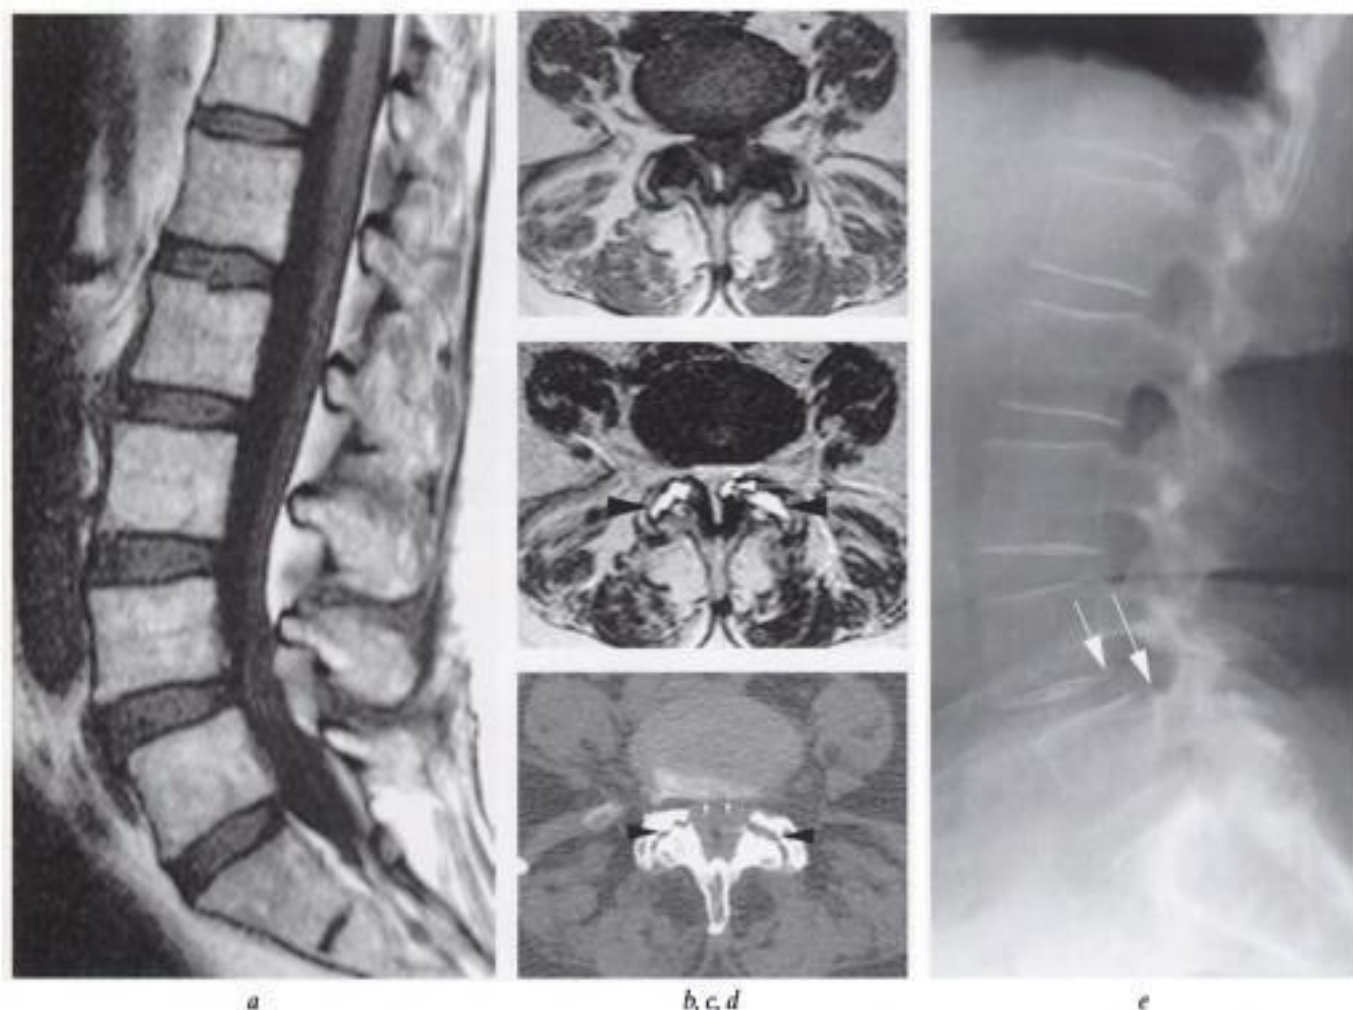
Arthrose zygapophysaire sévère avec sous-estimation de l'antérolisthésis et de la sténose canalair en IRM.
